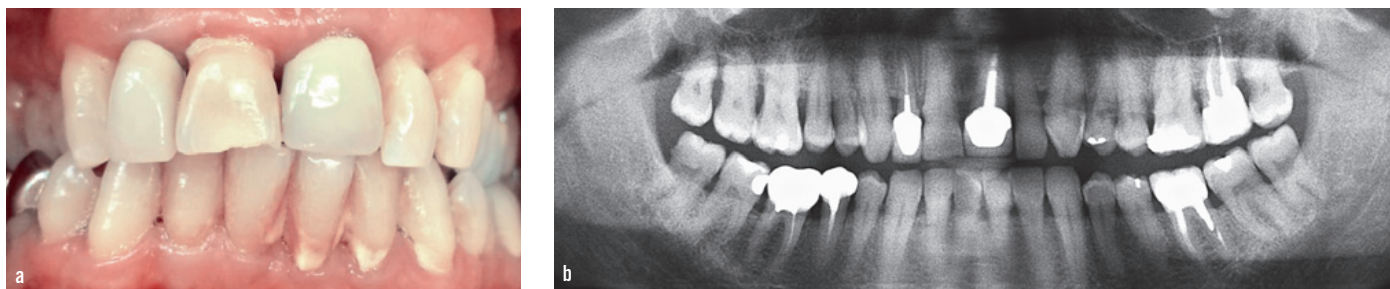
a et b Parodontite modérée à sévère. Dépôt important de tartre. La perte osseuse est objectivée sur la radiographie panoramique.
